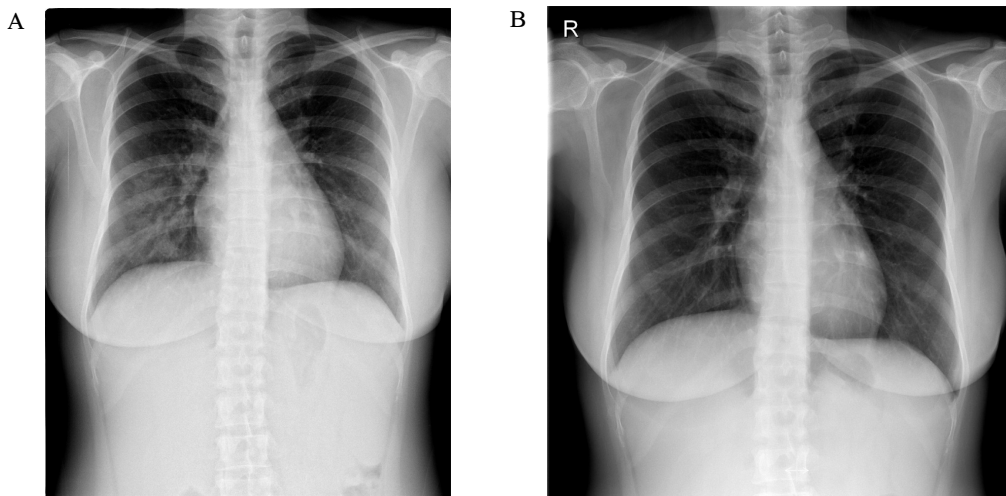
A. Initial chest X-ray. Showing diffuse infiltrations in right middle lung field. B. Follow-up chest X-ray. Showing normal lung fields after treatment.
